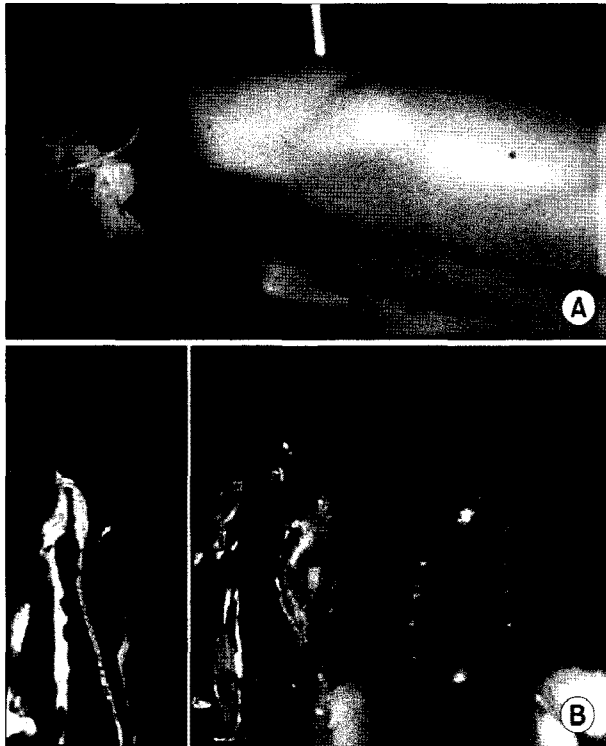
(A) preoperative imaging, 8×5 cm sized mass in infra-scapular area. (B) MRI findings; T1 (right) and T2 (left) image shows the mass between the ribs and the serratus anterior muscle. MR images demonstrate the mass is similar signal intensity of the skeletal muscle with linear and reticular fatty tissue infiltration.
